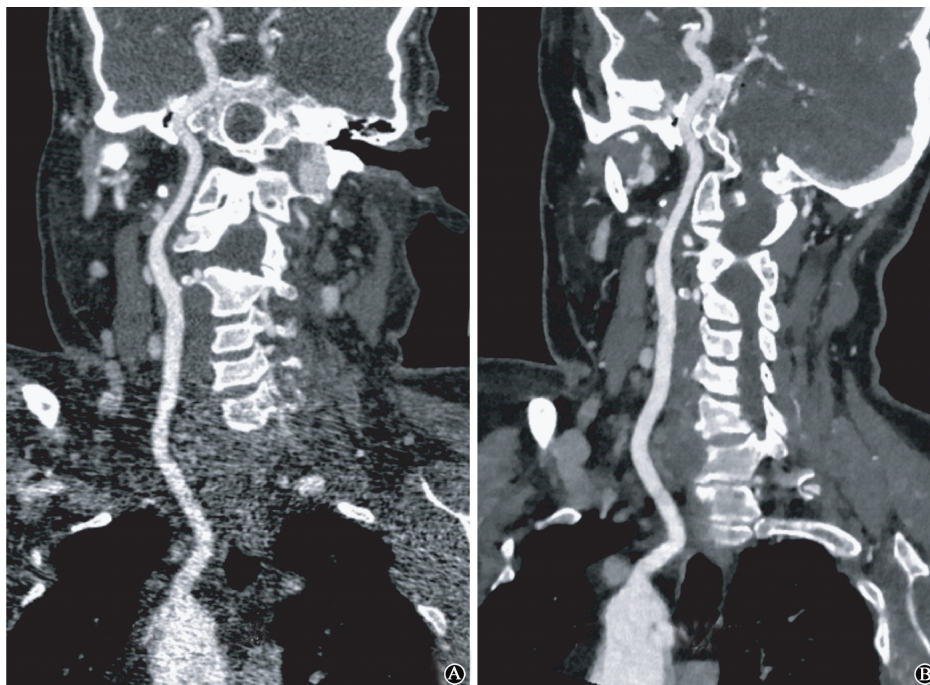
低剂量组 70 岁短暂性脑缺血女性患者 CT 颈内动脉的曲面重建影像图 A. 使用 FBP 重建, 主动脉弓及颈动脉近段管壁毛糙, 显示不清, 图像评分 2 分, 图像无法诊断; B. 使用 IMR 重建, 主动脉弓及颈动脉近段管壁锐利, 显示清晰, 图像评分 4 分, 图像满足诊断要求
